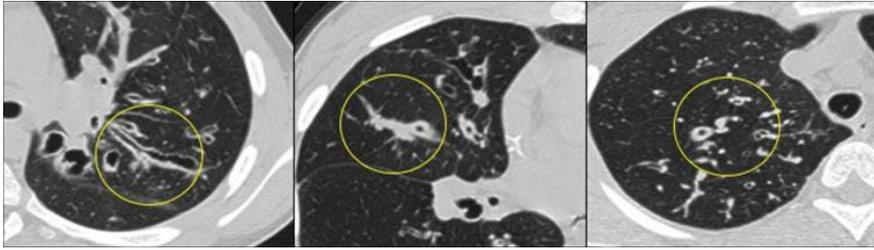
Arquivo de European Radiology, The development of bronchiectasis on chest computed tomography in children with cystic fibrosis: can pre-stages be identified?, 2016. Trata-se de bronquiectasia (esquerda), obstrução de muco (meio) e espessamento da parede das vias aéreas (direita).
